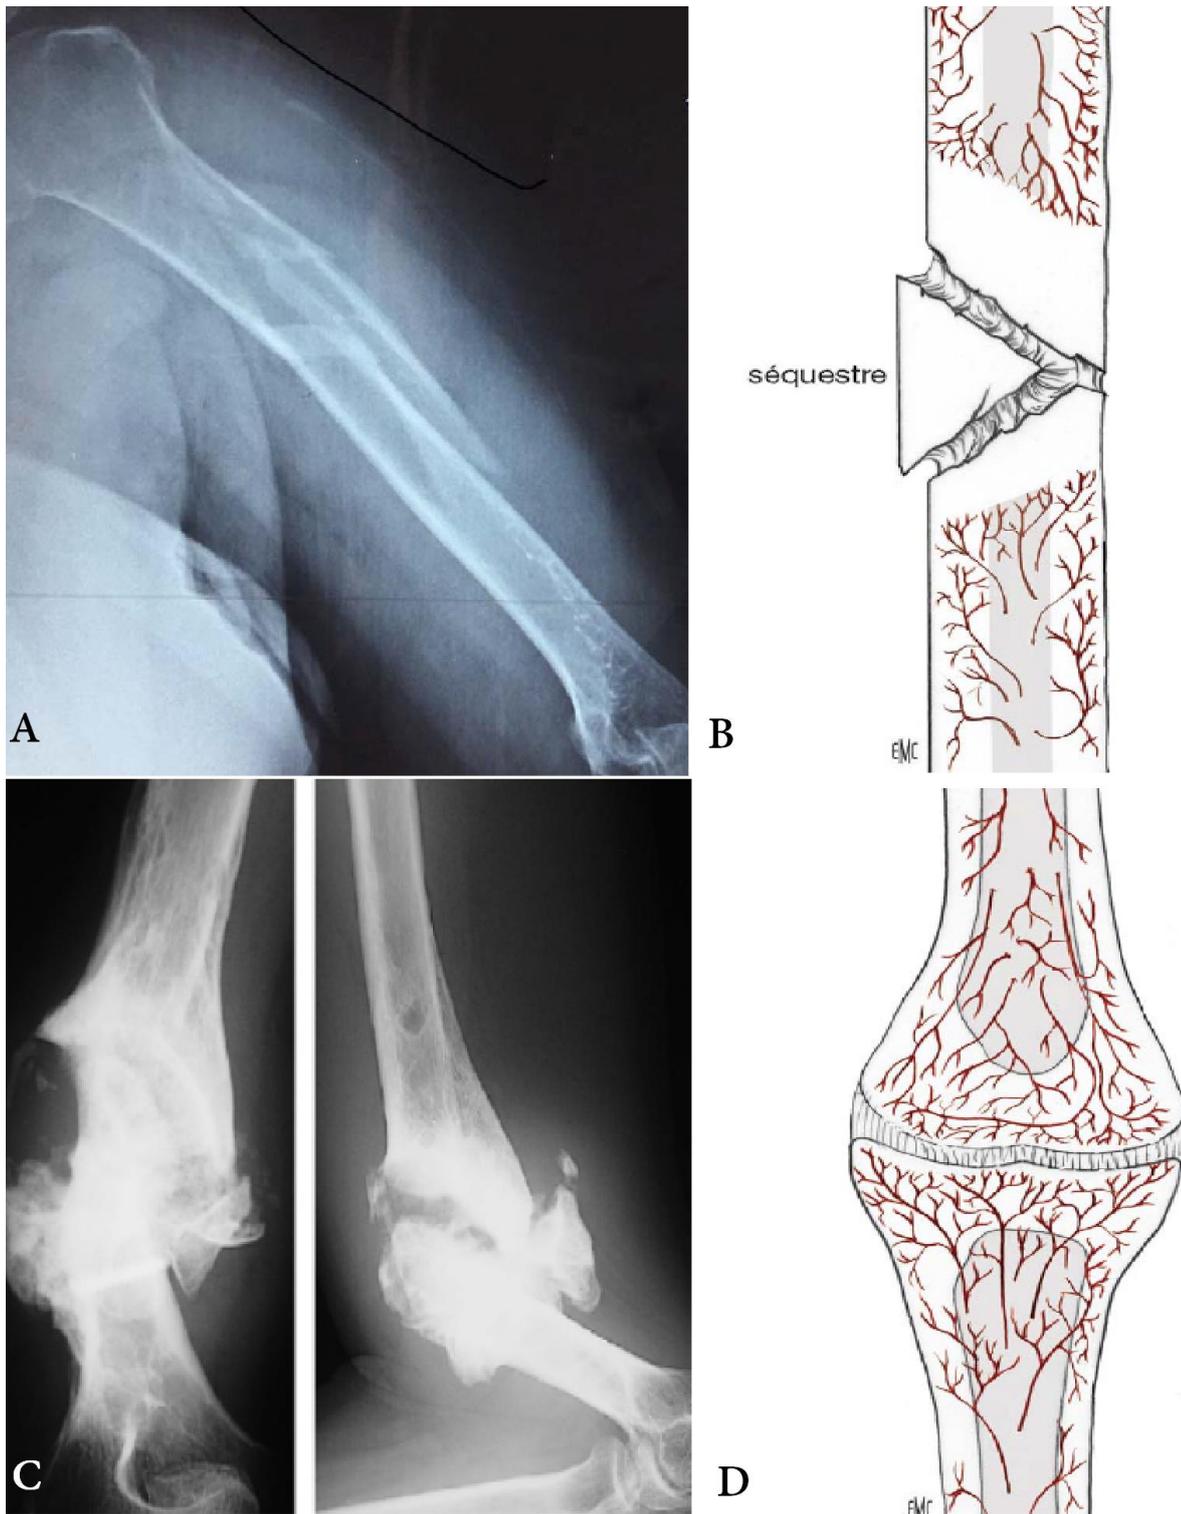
A : Radiographie d'une pseudarthrose atrophique. B : pseudarthrose atrophique avec séquestre. C : Radiographie d'une pseudarthrose hypertrophique en patte d'éléphant. D: Pseudarthrose hypertrophique.[9] [66]
